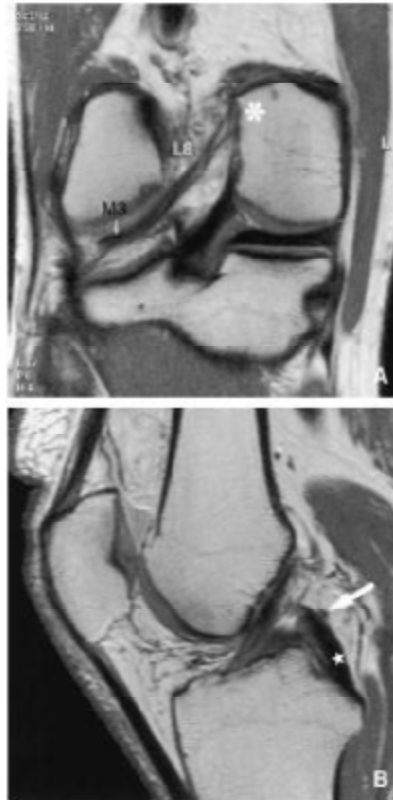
Coupe coronale en séquence ESR–DP passant par la partie la plus postérieure des condyles fémoraux Normal MRI anatomy of the knee joint Service de radiologie et d'imagerie médicale, Hôpital universitaire de la Vrije Universiteit Brussel
